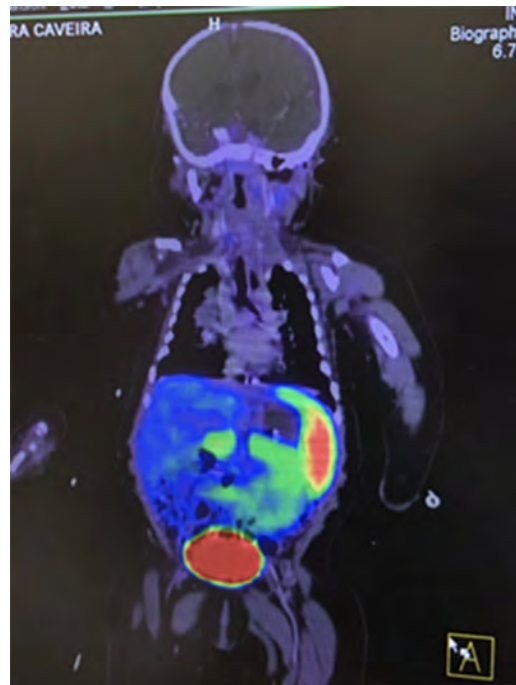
Tomografía por emisión de positrones (hiperinsulinismo difuso).
